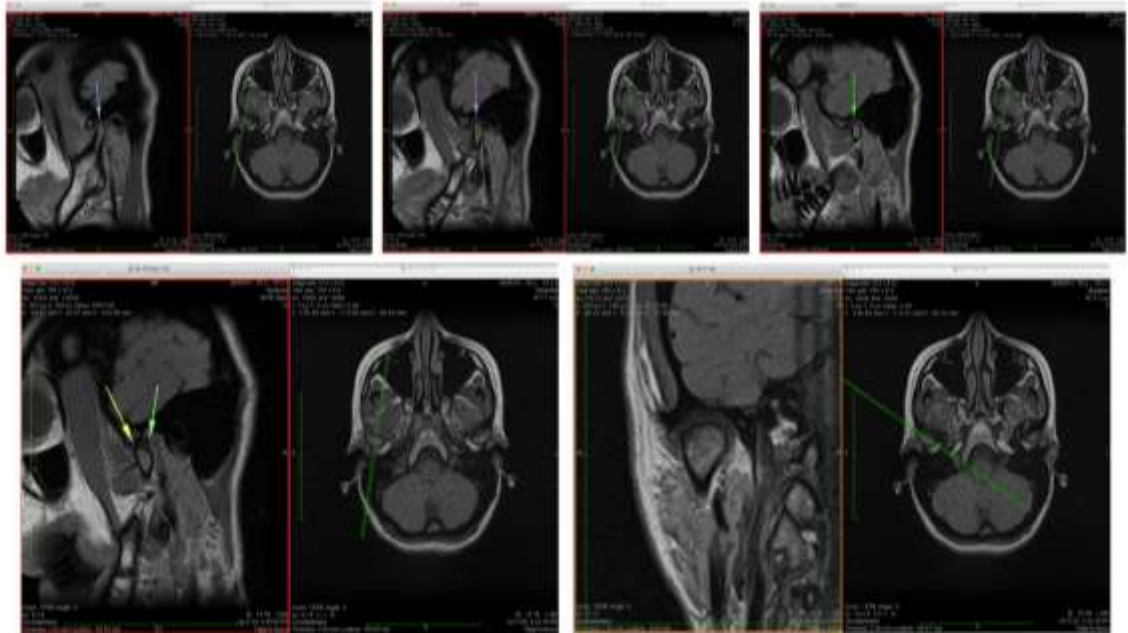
Хвора Б. Н. А. МРТ дослідження СНЦС
